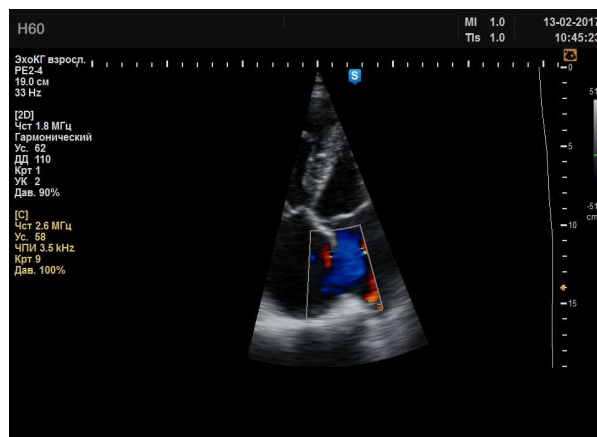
4А. Шунтування крові через дефект МПП. Кольорове доплерівське картування - А4С, Color Doppler
